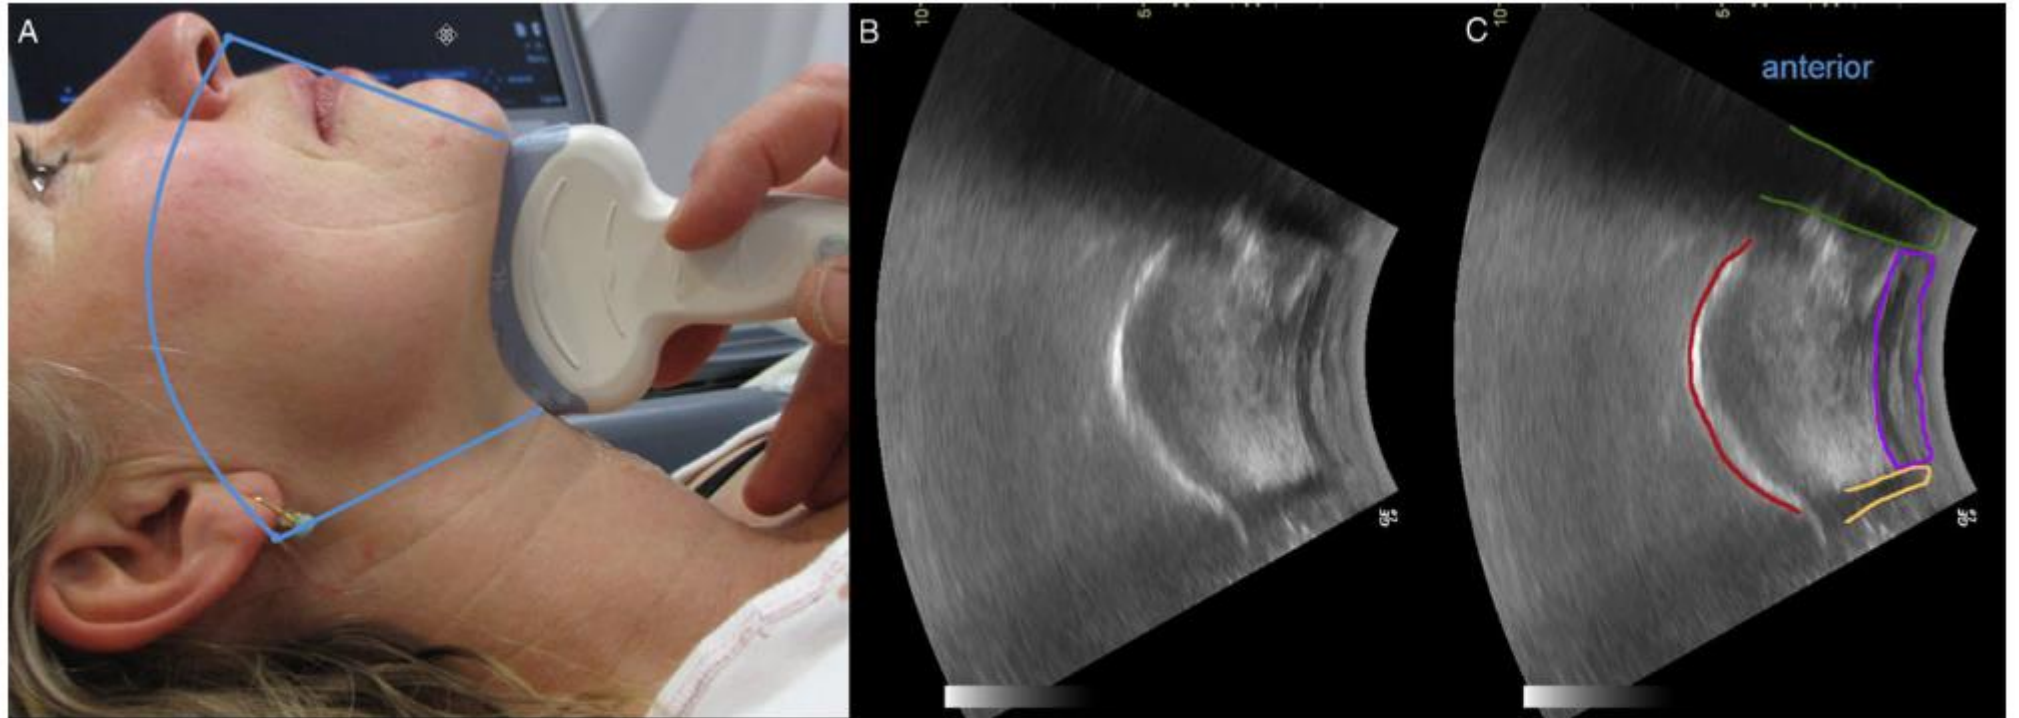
(A) The curved, low-frequency transducer and the area covered by the scanning (light blue). (B) The resulting ultrasound image. (C) The shadow from the mentum of the mandible (green). The muscles in the floor of the mouth (purple). The shadow from the hyoid bone (light orange). The dorsal surface of the tongue (red).
